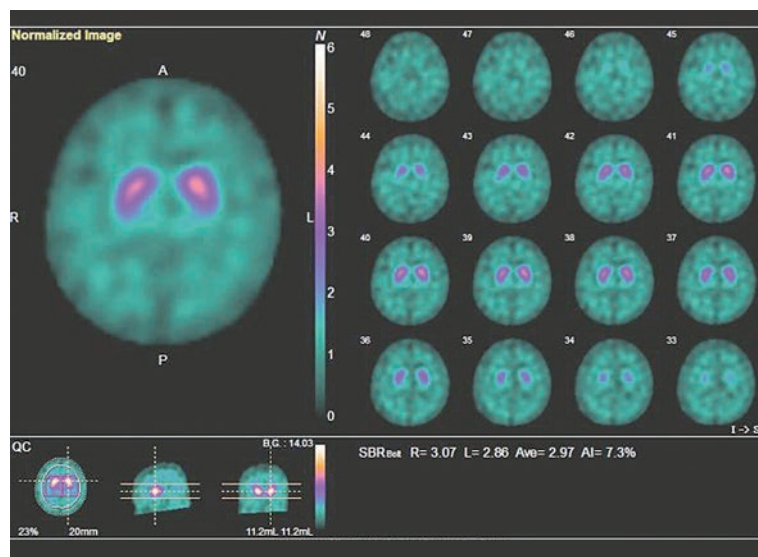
ドパミントランスポーターSPECT (DAT スキャン)
